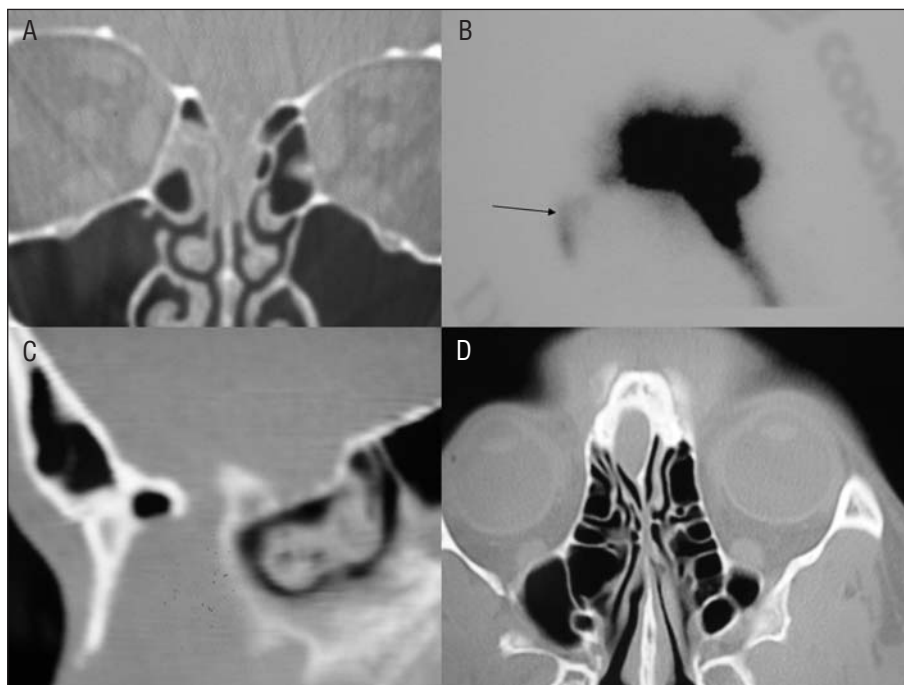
A: tomografía computarizada coronal de un meningoencefalocelo en rima olfatoria izquierda. B: imagen de una cisternografía en corte sagital con salida de contraste por fosa nasal (flecha). C: corte sagital de una malformación de agujero ciego. D: el mismo caso con corte axial.
